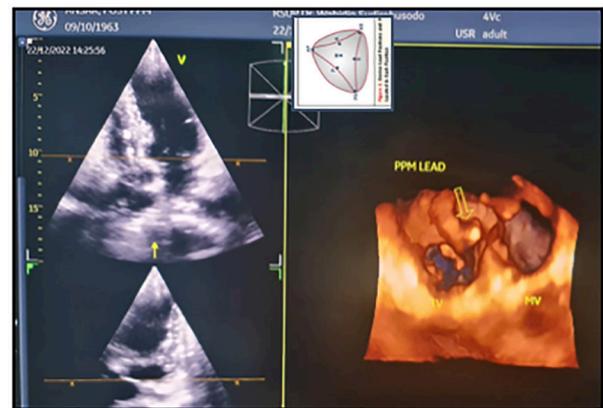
Pacemaker lead position on 3D echocardiography reveals that the lead is located at the anteroseptal commissure of the tricuspid valve.
